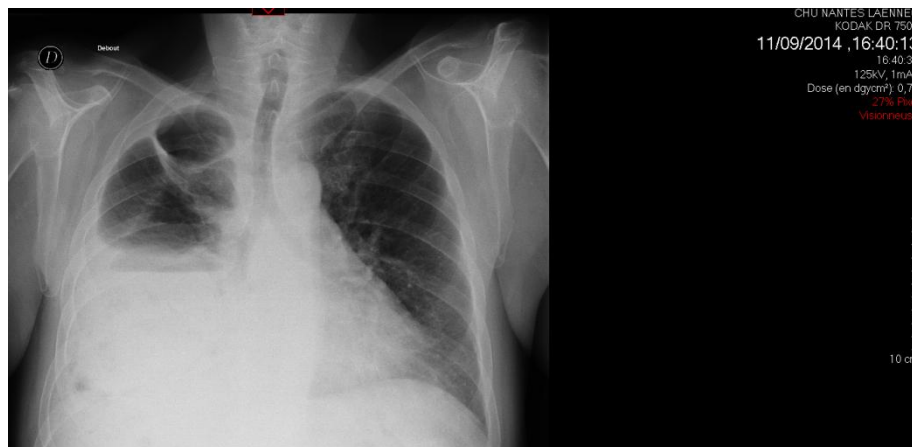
Radiographie thoracique du 14/09/2014
